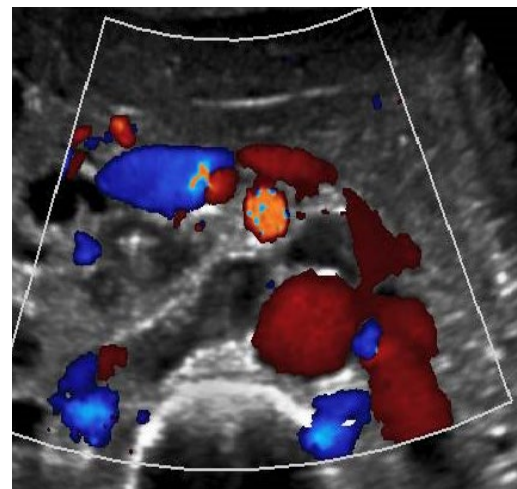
Ultrasonido abdominal, nótense múltiples linfadenopatías peri pancreáticas.
